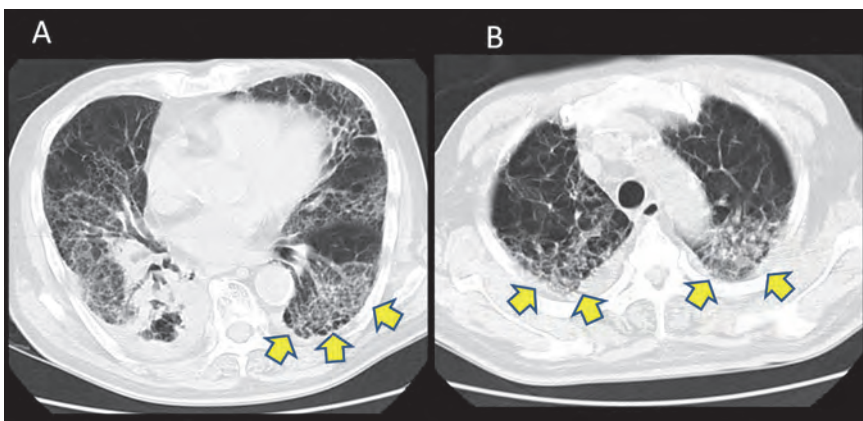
脊椎への緩和照射4日後、呼吸苦出現時の胸部CT(A)(B)。初回治療時の照射範囲外である、左葉背側にも肺炎像が広がっている(A)。照射野と全く関係のない両上葉にも肺炎像が広がっている。(B)
